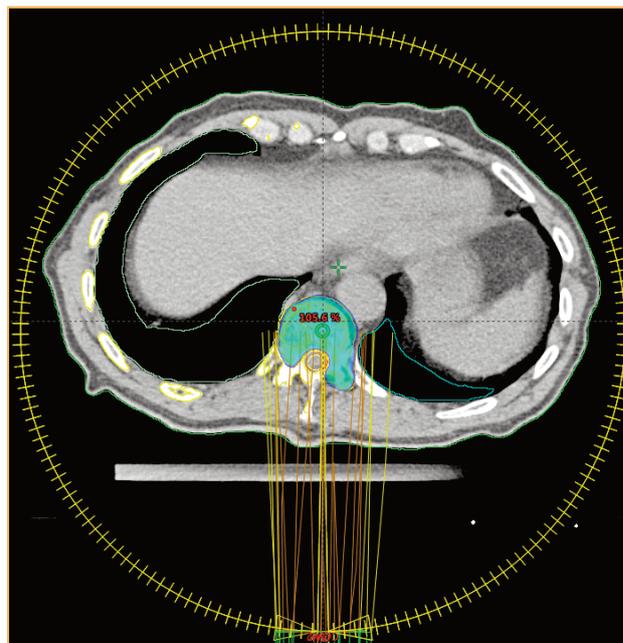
Imagen de TC en corte axial donde se aprecia el volumen de tratamiento en la vértebra dorsal 11. La planificación de la SBRT se realizó con arcos completos que giraban 360 grados alrededor del paciente depositando la radiación de forma precisa, tal y como se ve, en el volumen protegiendo el canal medular adyacente.
